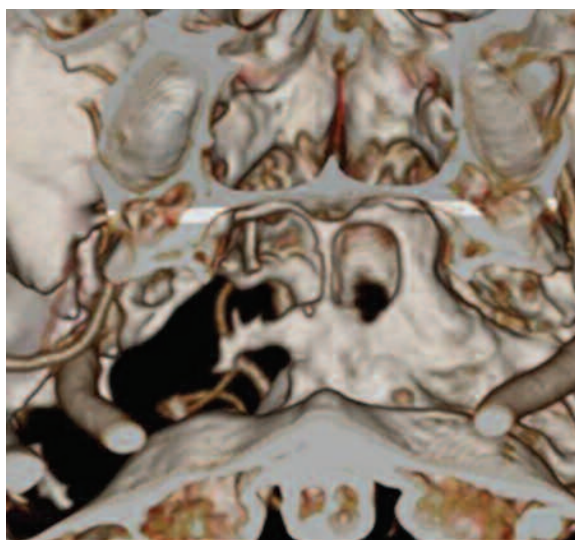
TC, reconstrucción 3D de aneurisma en porción intrapetrosa de ACI. Lisis ósea.
